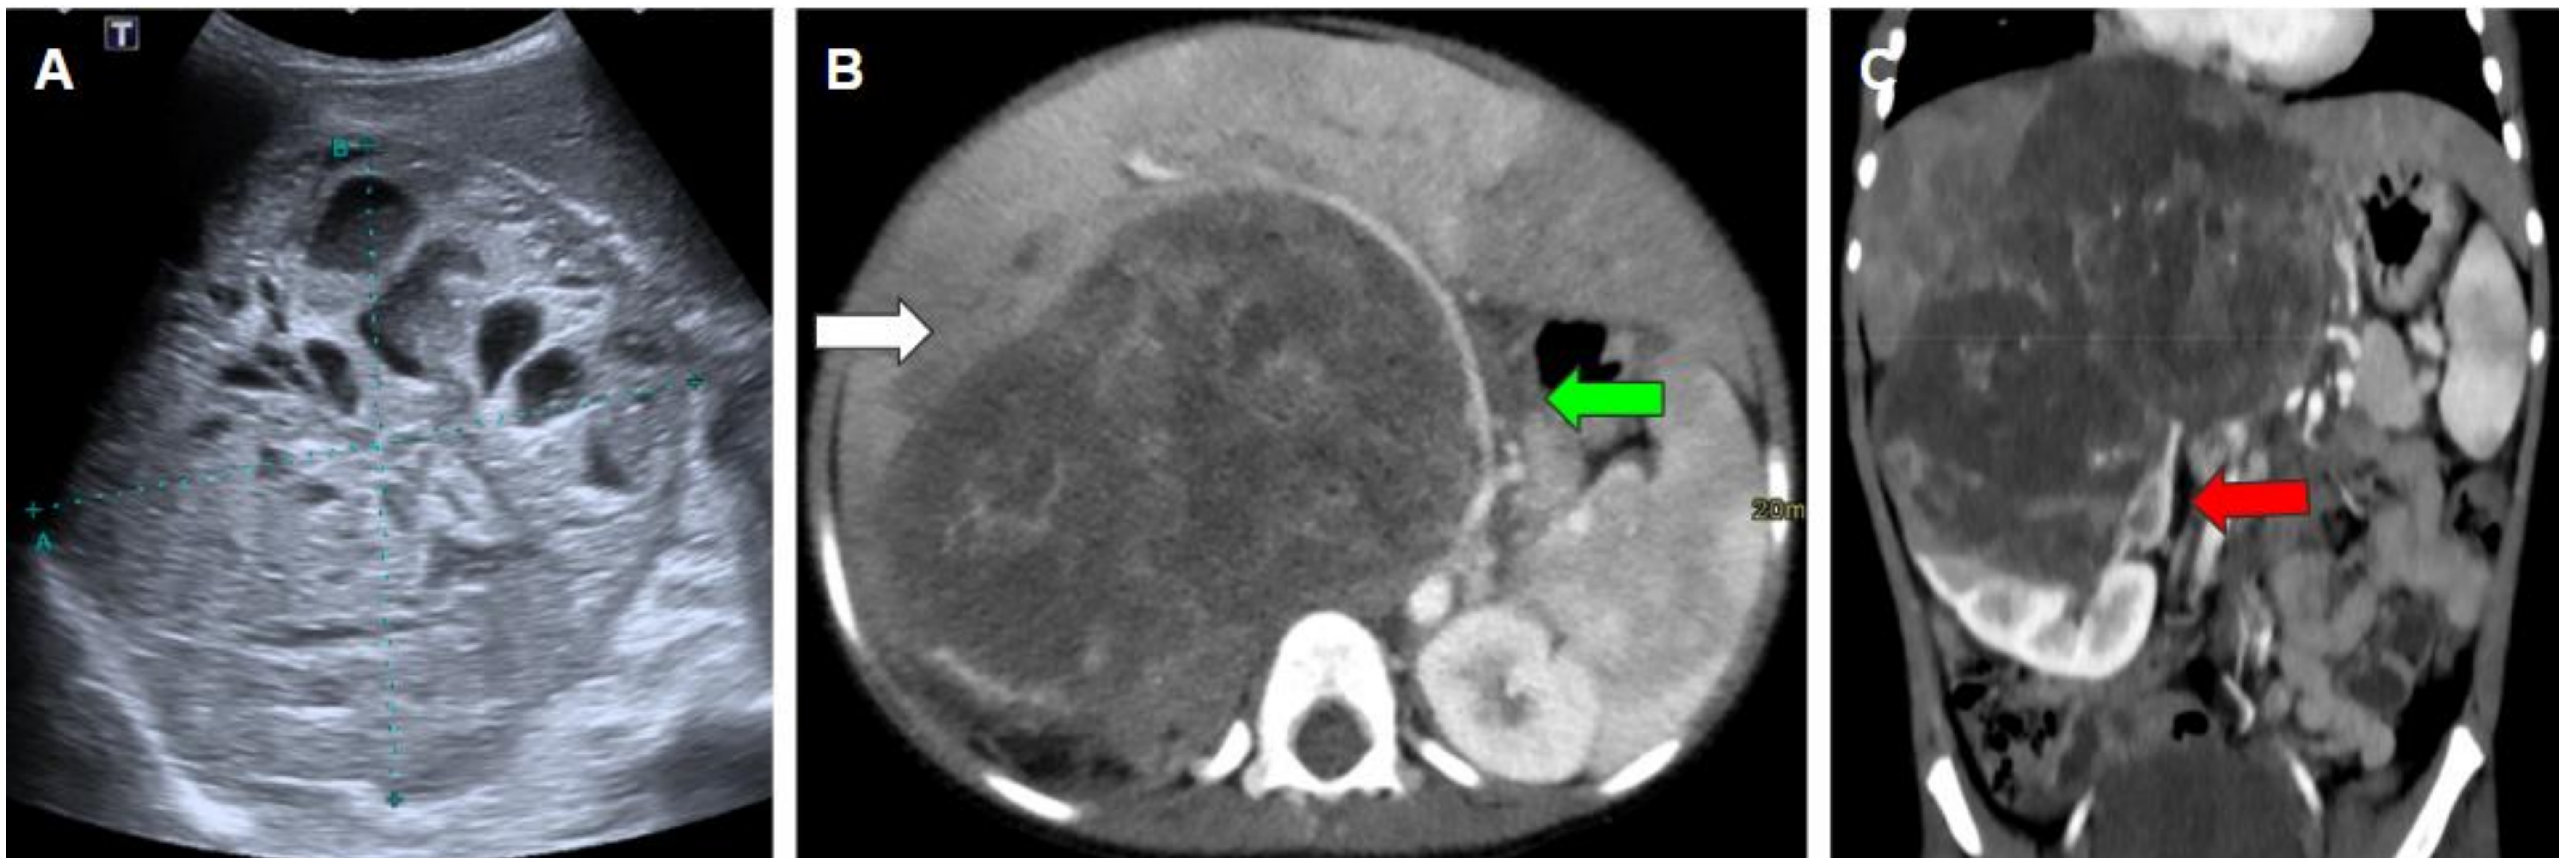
A. En la ecografía abdominal se observa una masa renal izquierda heterogénea con áreas anecoicas sugestivas de quiste / necrosis. B y C. En la TC abdominal con contraste endovenoso se observa una gran masa heterogénea que depende del tercio superior del riñón derecho con signos de la garra (flecha roja). La lesión no presenta plano de separación graso con el hígado, no pudiendo descartar infiltración (flecha blanca). La lesión desplaza las estructuras vasculares retroperitoneales al lado contralateral (flecha verde).
